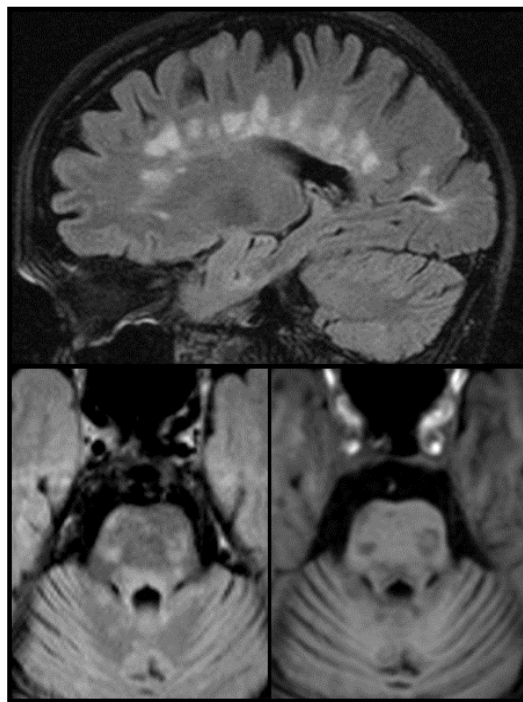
Anormalidades típicamente encontradas en el estudio de RMN convencional en un paciente con EMRR. Afectación multifocal del cuerpo calloso en patrón de “dedos de Dawson” (arriba, FLAIR) y de la protuberancia del tronco del encéfalo (abajo, FLAIR y T1).
